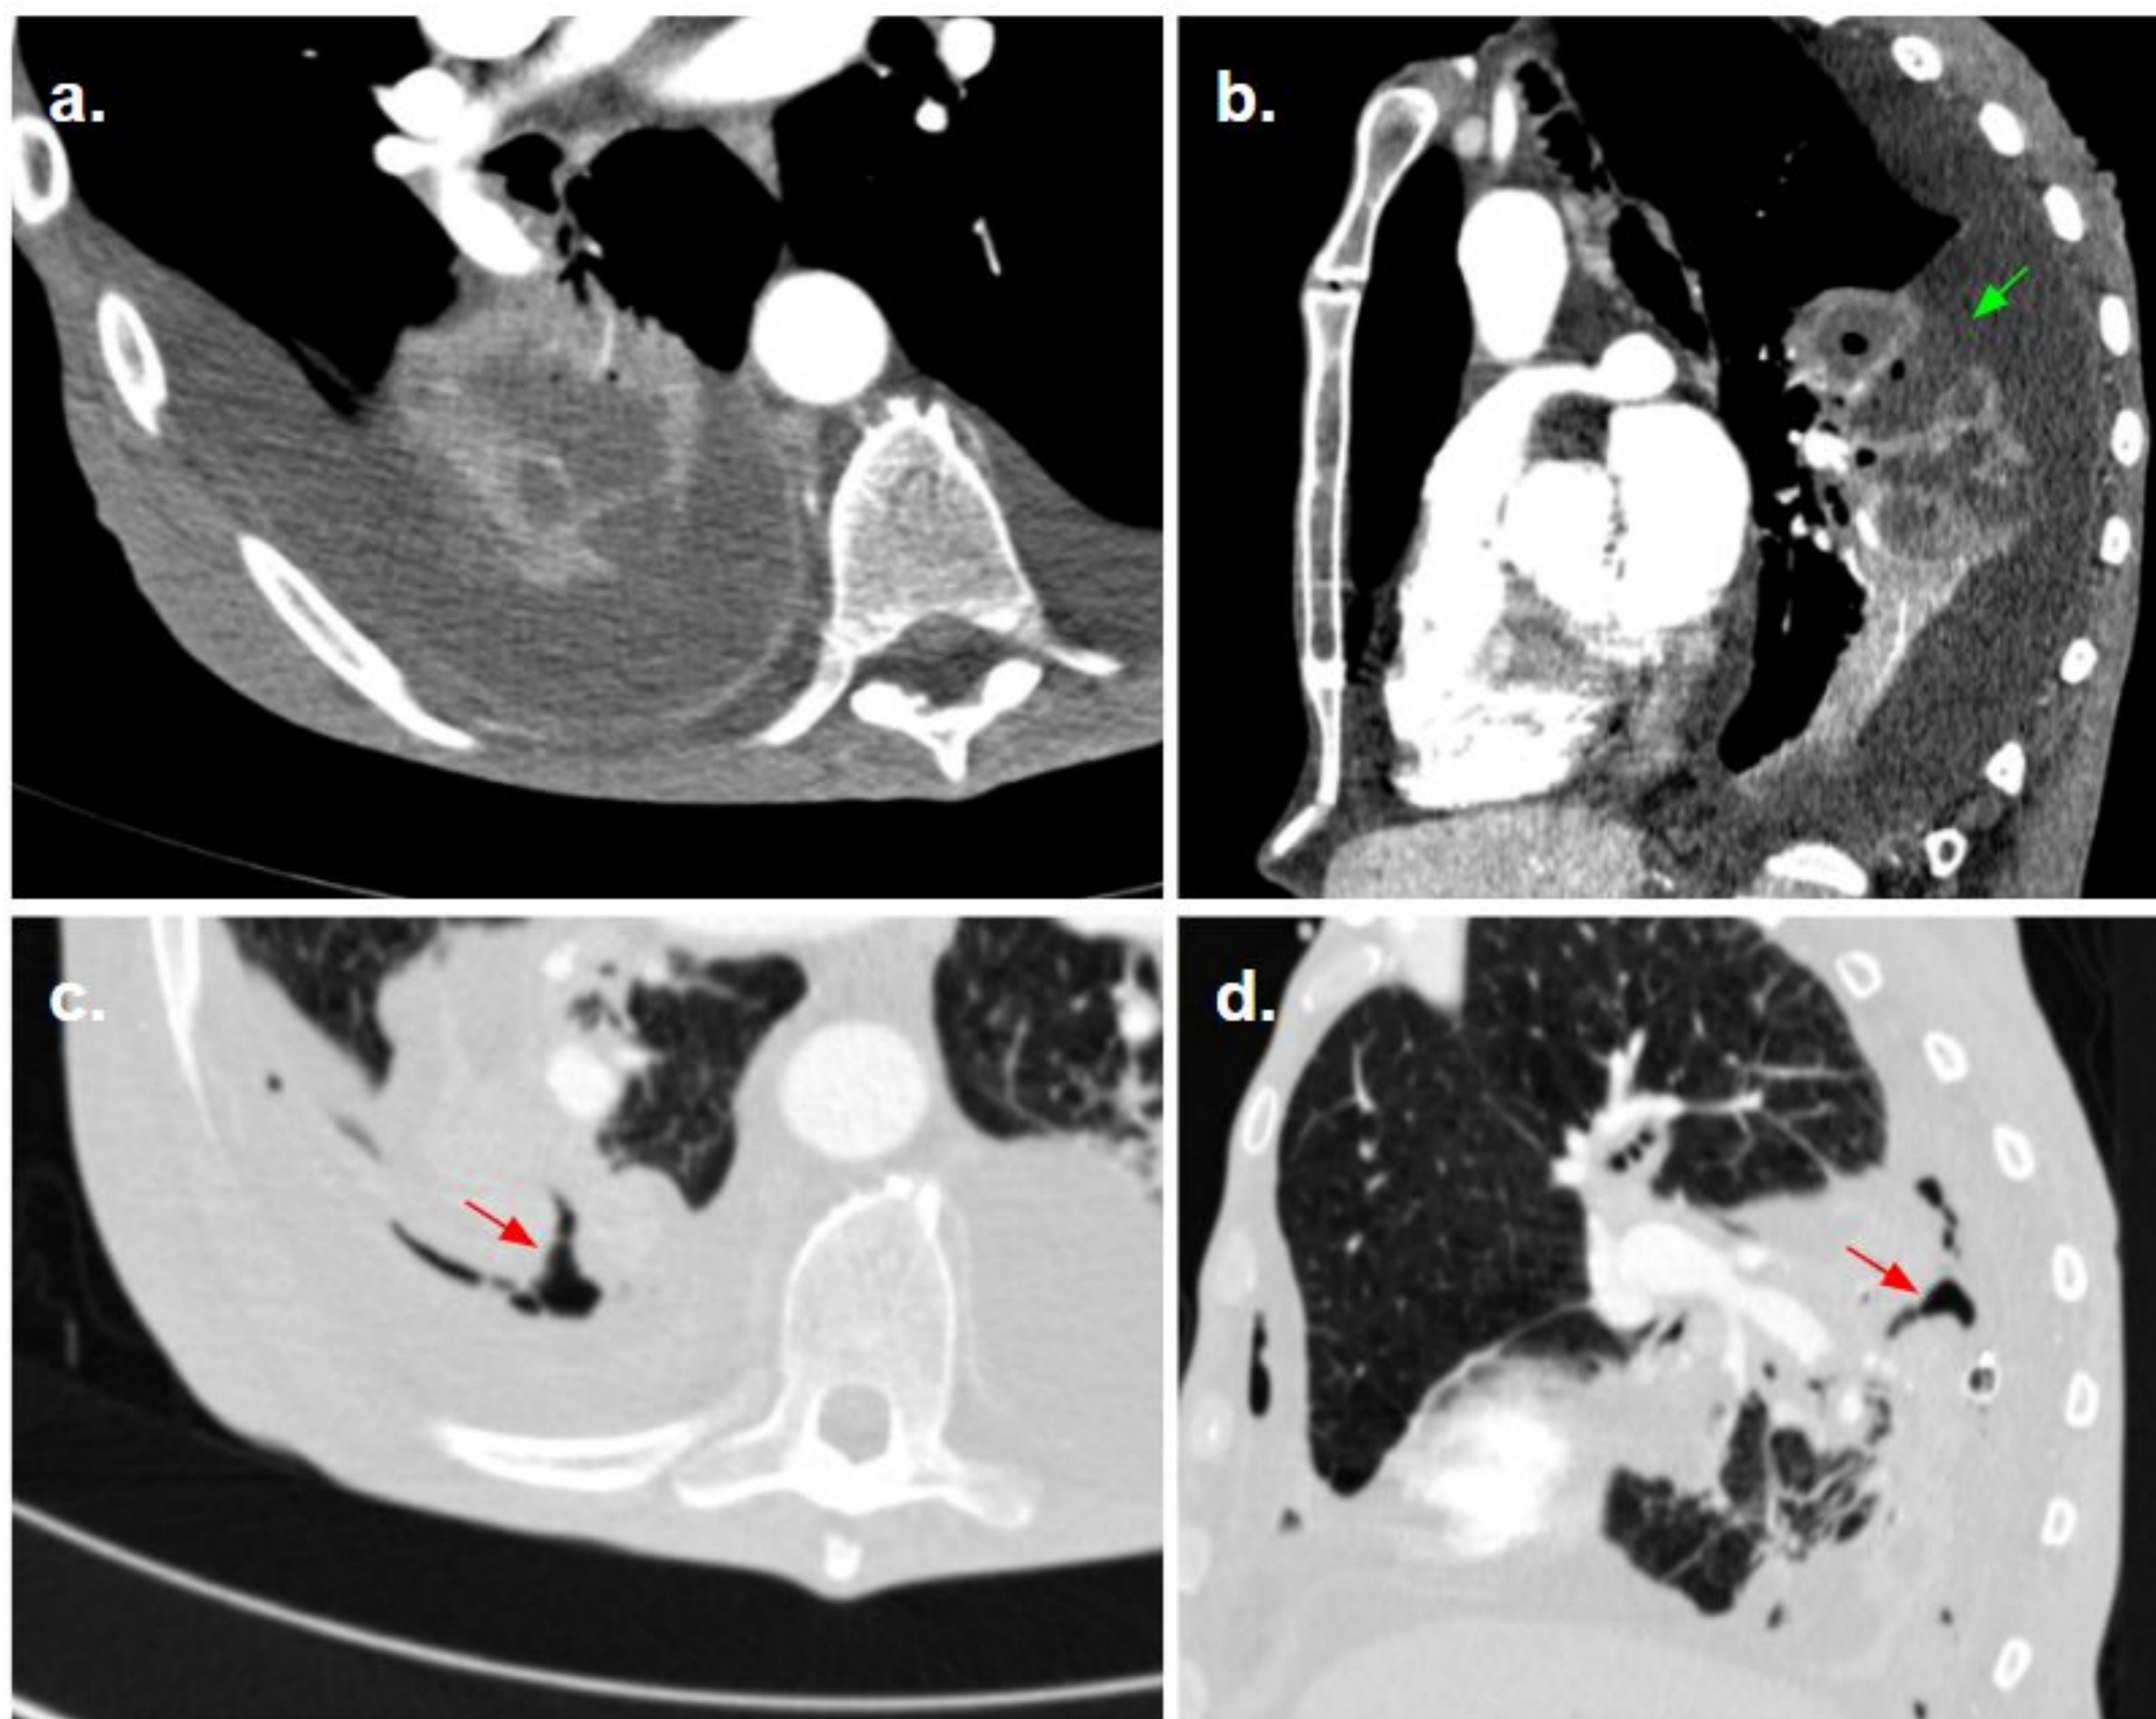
Estudios de TC torácica en un paciente con neumonía nosocomial complicada con abscesos pulmonares y aparición de una fístula broncopleural. Imágenes TC en axial (a) y reconstrucción en sagital (b) que muestran múltiples abscesos pulmonares en lóbulo inferior derecho, algunos con contacto directo con espacio pleural (flecha verde), que asocian empiema pleural. Las imágenes c y d muestran una TC realizada al cabo de un mes (axial y sagital, respectivamente), evidenciándose una fístula broncopleural (flechas rojas) en la zona de un absceso previo, con empiema y leve neumotórax asociado; el paciente es portador de tubos de drenaje pleural.
